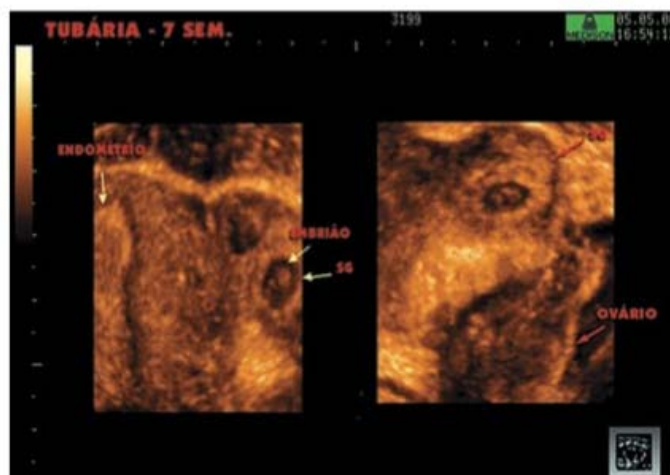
■ Gravidez tubária (7 semanas) – ultrassom 3D (SG 5 saco gestacional). (Clínica de Ultrassonografia Botafogo, RJ).
